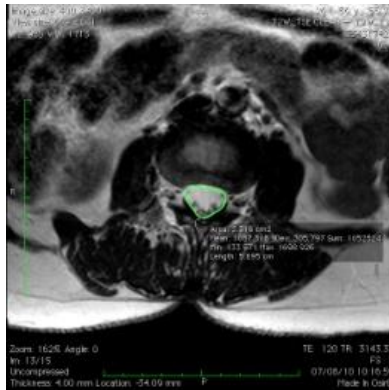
Exame de RM em corte axial mostrando a medida da ASTSD em canal normal.
